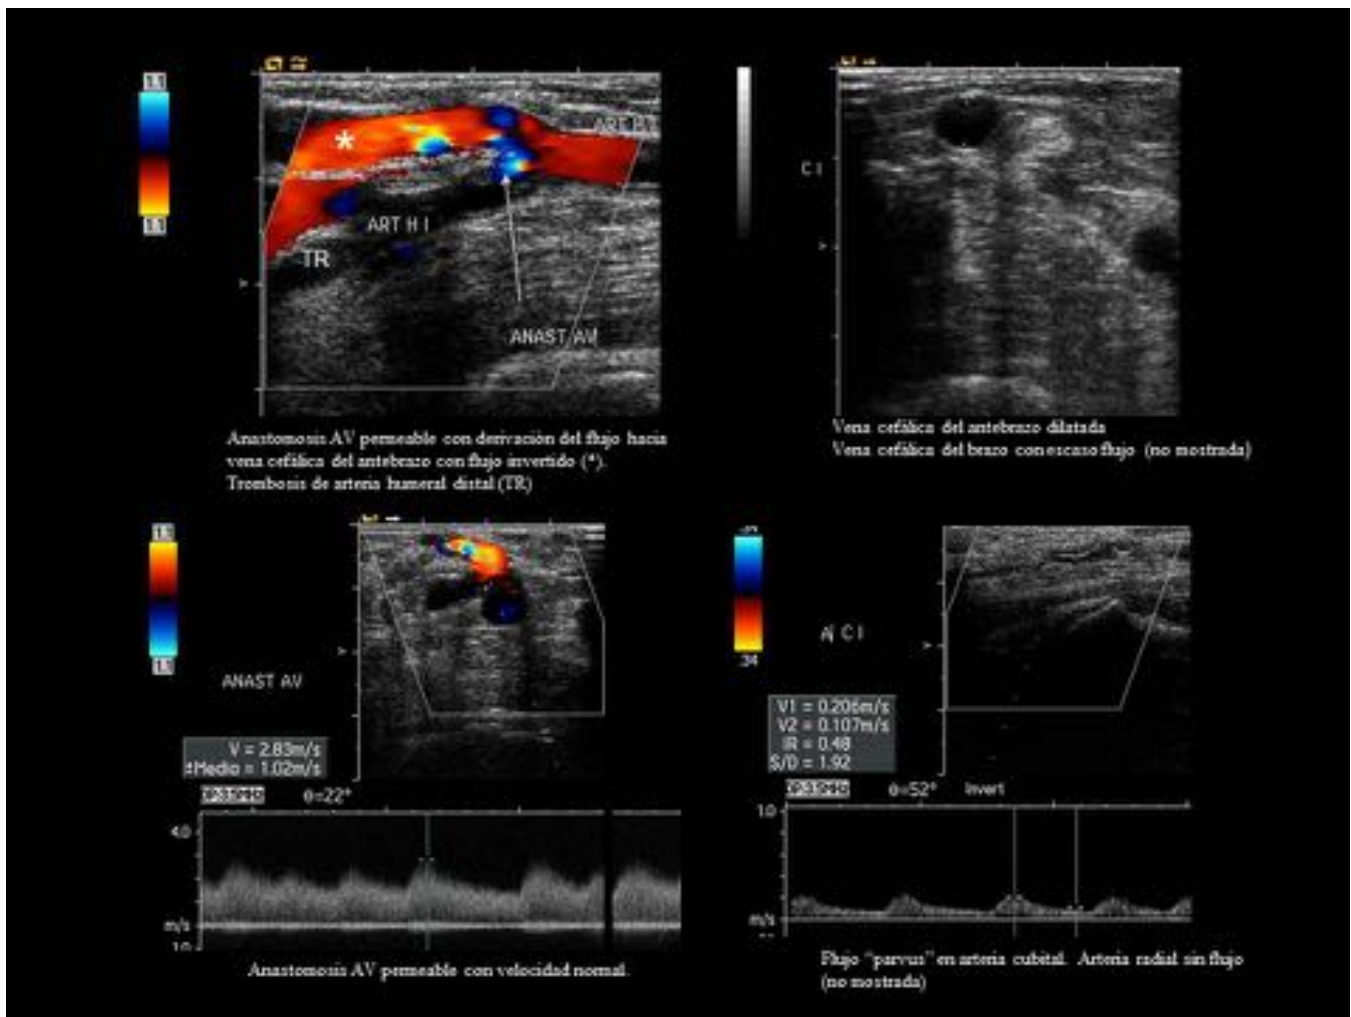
Trombosis de arteria humeral distal a la anastomosis en fistula AV nativa húmero-cefálica. Paciente con fistula AV húmero-cefálica no madura y signos de isquemia de la mano izquierda con ausencia de pulsos distales. El eco Doppler muestra trombosis de la arteria humeral distal a la anastomosis AV con flujo “parvus” de recanalización en arteria cubital, y derivación del flujo desde anastomosis AV principalmente hacia vena cefálica del antebrazo (que tiene un flujo retrógrado y está dilatada).
